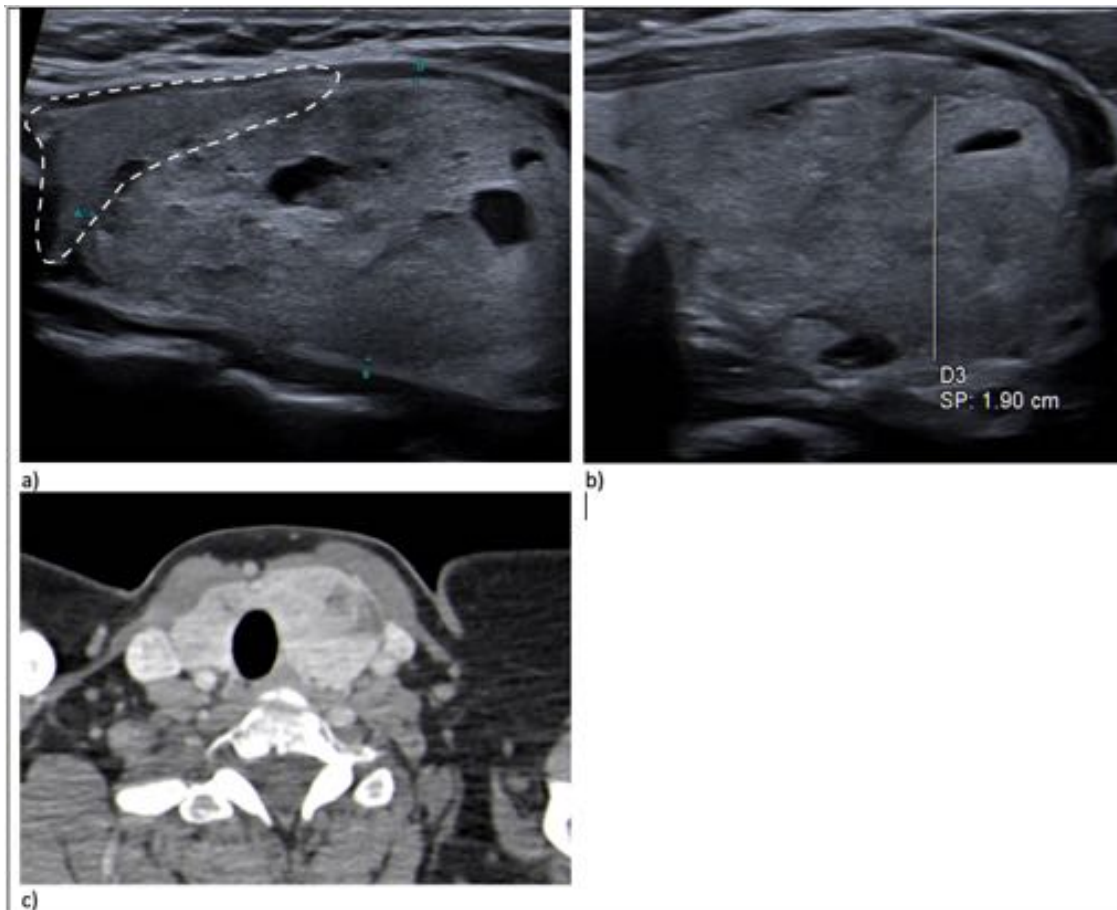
Bocio multinodular. Paciente con conglomerado nodular en lóbulo tiroideo izquierdo. A) y B) muestran dos cortes del lóbulo tiroideo derecho con un gran conglomerado nodular, iso/hiperecoico respecto a la glándula normal (línea discontinua) de hasta 40 x 19 mm con presencia de áreas quísticas anecoicas. En C) se muestra un TC de la glándula al completo en la que se observa la presencia de áreas hipodensas en lóbulo izquierdo correspondientes al conglomerado.
